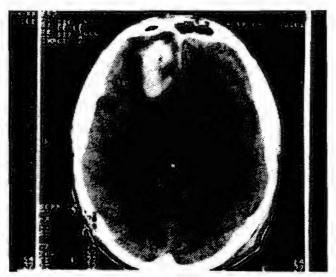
Компьютерная томограмма головного мозга. Видна формирующаяся внутримозговая гематома на месте базального очага размозжения правой лобной доли (механизм повреждения по типу противоудара — надение на левую затылочную область с высоты роста)
